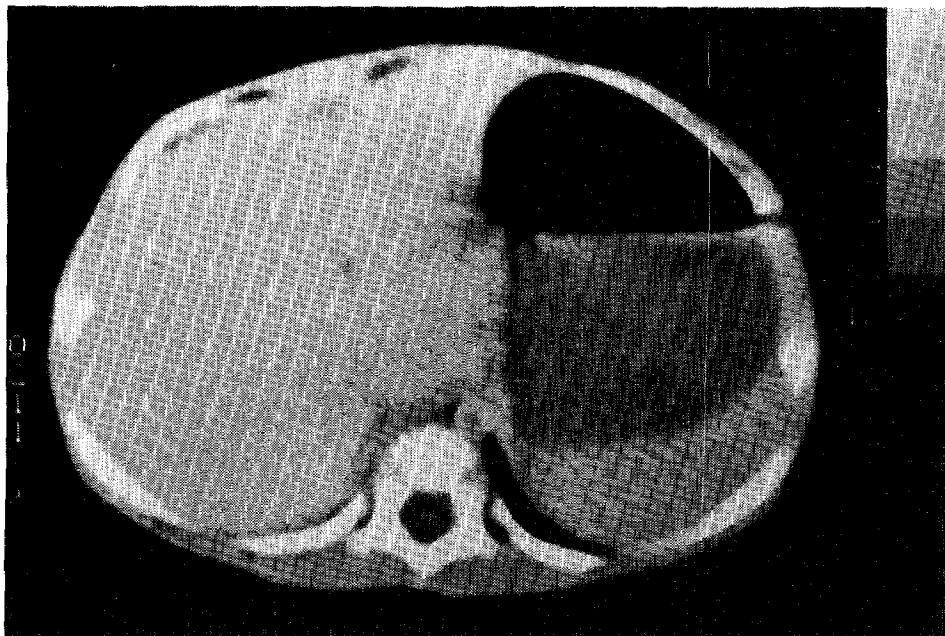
Follow-up abdominal CT : Cystic mass was resolved.
